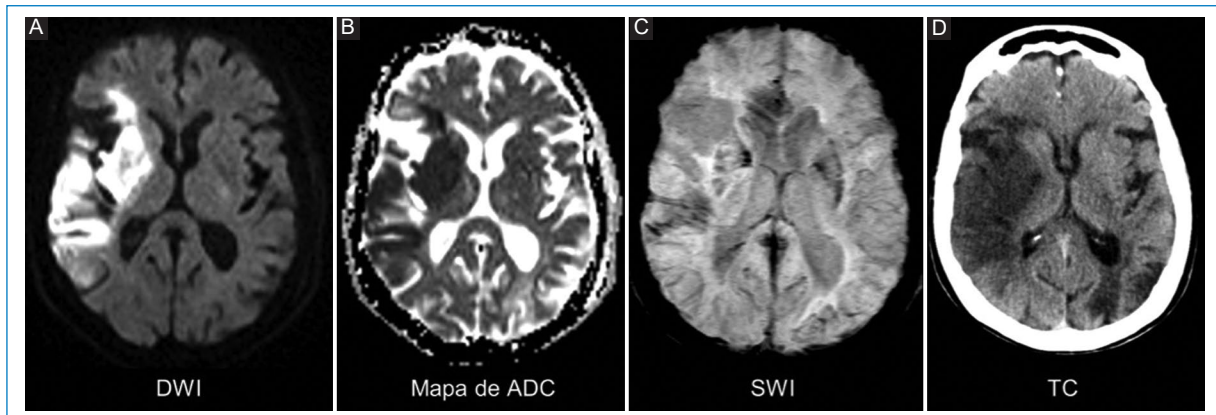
Paciente de sexo femenino de 86 años, con antecedente de dos ACV isquémicos previos, consulta por disartria y hemiparesia izquierda de nueve horas de evolución. (A) DWI y (B) (mapa de ADC) muestran cortes axiales con una lesión con restricción de la difusión a nivel córtico-subcortical fronto-témporo-insular derecho, con extensión hacia el núcleo lenticular y la cápsula interna, con un ASPECTS de 4. (C) En el corte axial de la SWI se observa alteración en la representación de venas corticales en el sector témporo-insular derecho, sin evidencia de mayor extensión que la difusión. (D) TC de control a las 48 horas con extensión similar del infarto.
